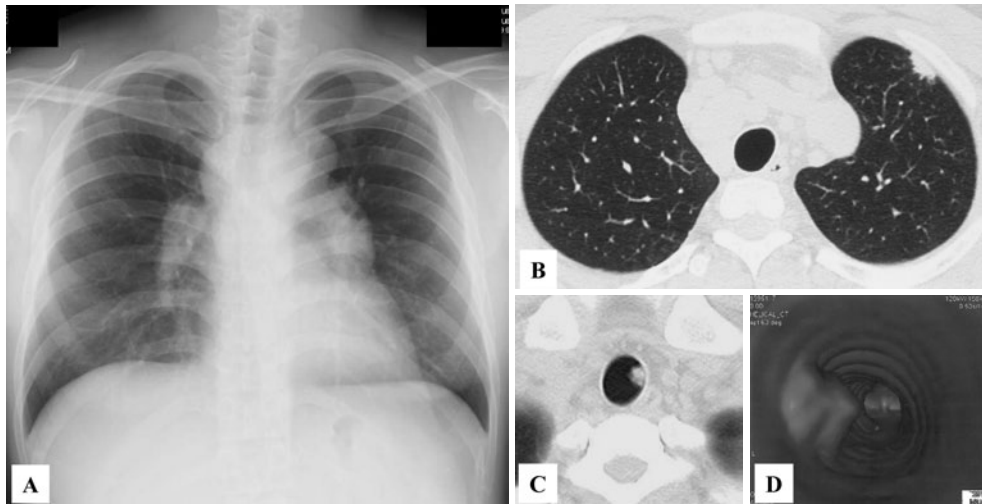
A chest radiograph and CT on admission. (A) A chest radiograph showing bilateral hilar and mediastinal lymphadenopathy. (B) A chest CT showing a patchy shadow in the peripheral light upper lobe and small nodular shadows in both peripheral upper lobes. A chest CT (C) and 3D CT (D) showing a polypoid lesion in trachea.
